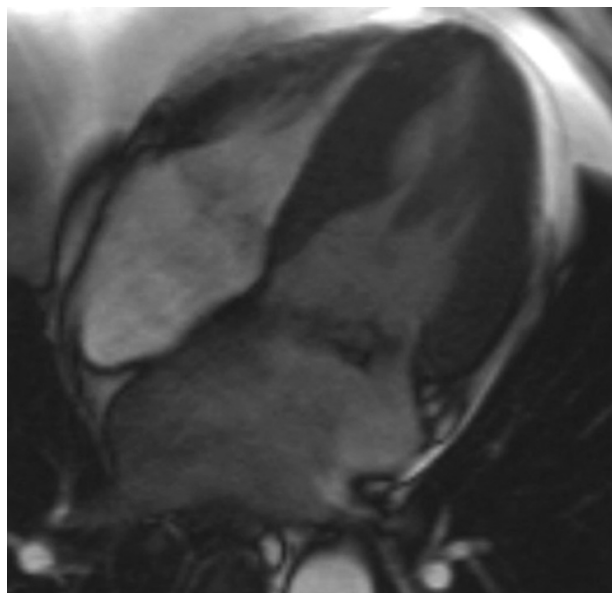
Badanie techniką rezonansu magnetycznego. Zbiór równoległych przekrojów przez zastawkę mitralną od spoidła przedniego do spoidła tylnego
